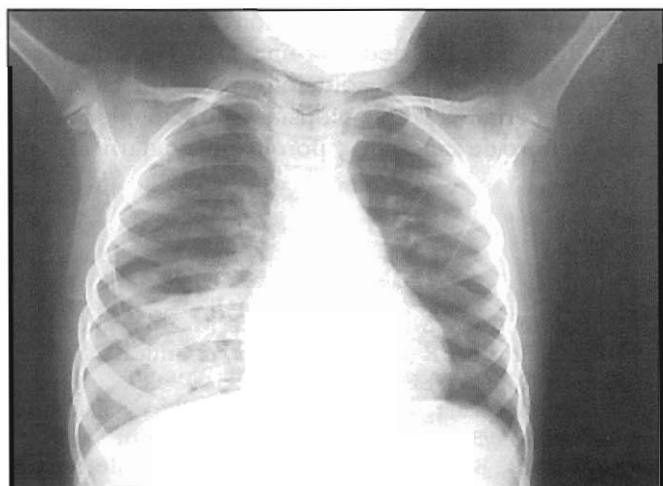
Radiografía aprox. un mes después de su ingreso, la imagen ha disminuído ligeramente de extensión, pero se evidencia nivel hidroaéreo no apreciado en radiografías anteriores ni en primera TAC.
